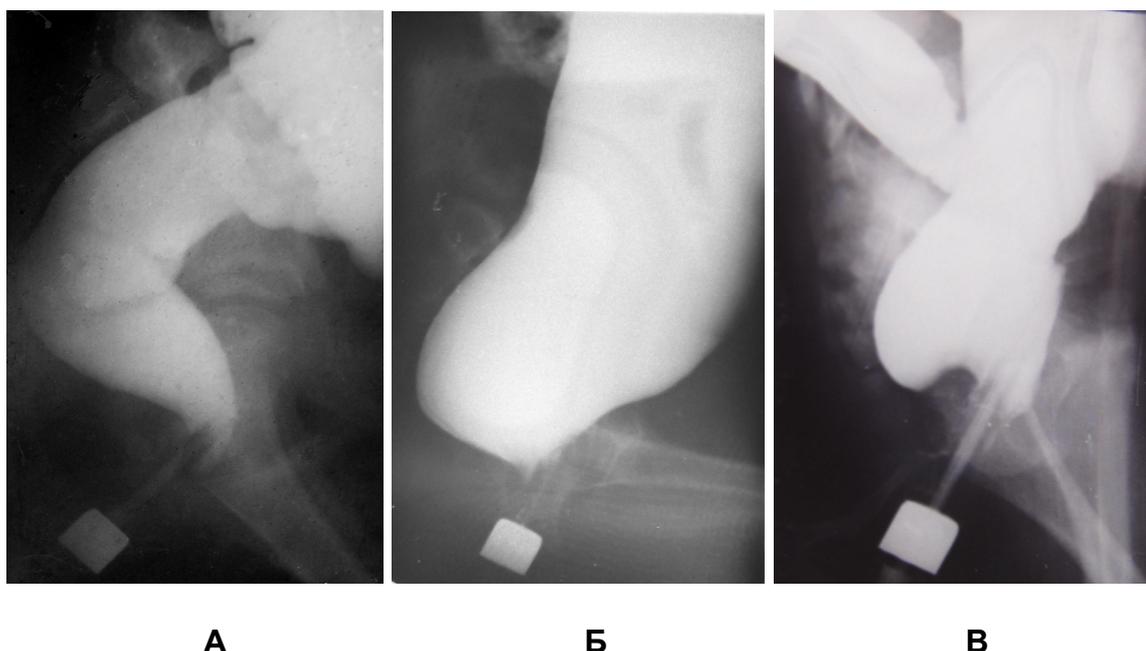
Боковые рентгенограммы аноректальной зоны, выполненные во время ирригоскопии. Квадратного вида рентгеноконтрастный маркер расположен возле анального отверстия. Его истинный диаметр равен 1.6 см.
